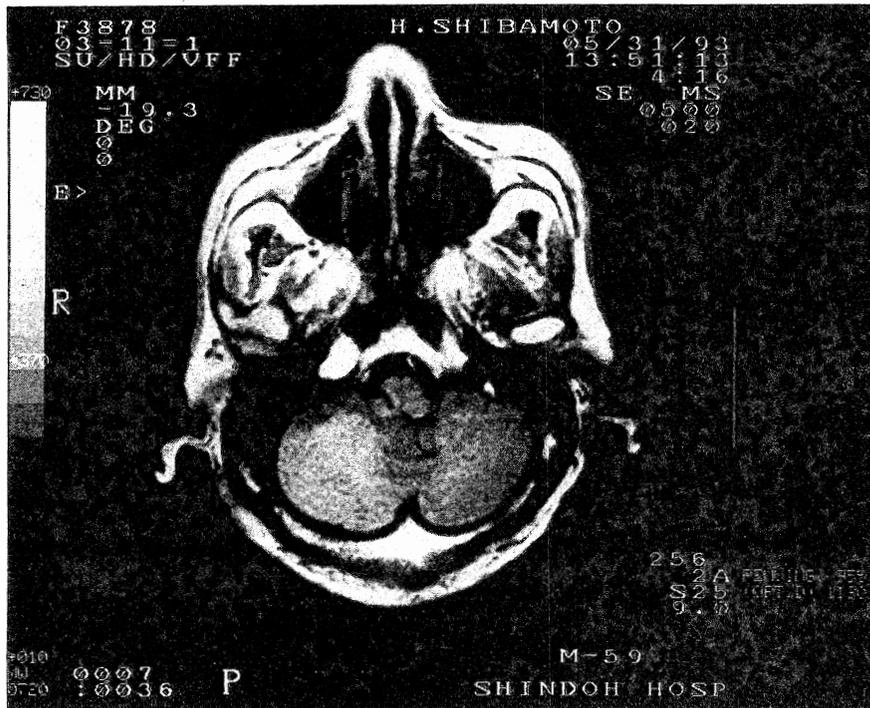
図3の症例の脳MRI写真（T1強調画像）。右延髄外側にT1 lowの領域が認められた。
